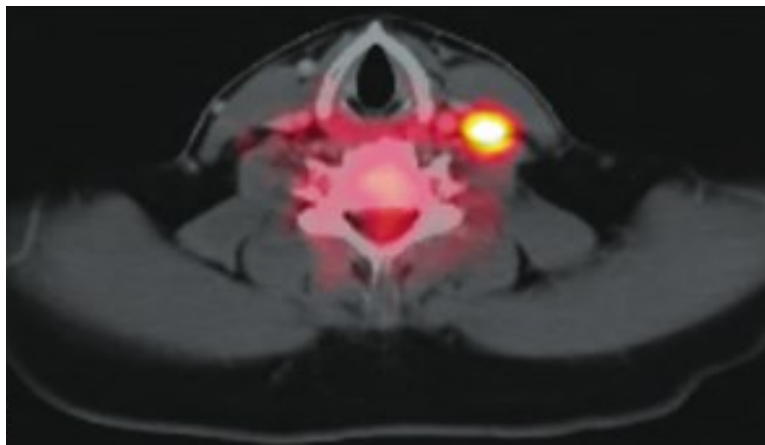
Imagem PET/CT da atividade metabólica aumentada de um linfonodo esquerdo
